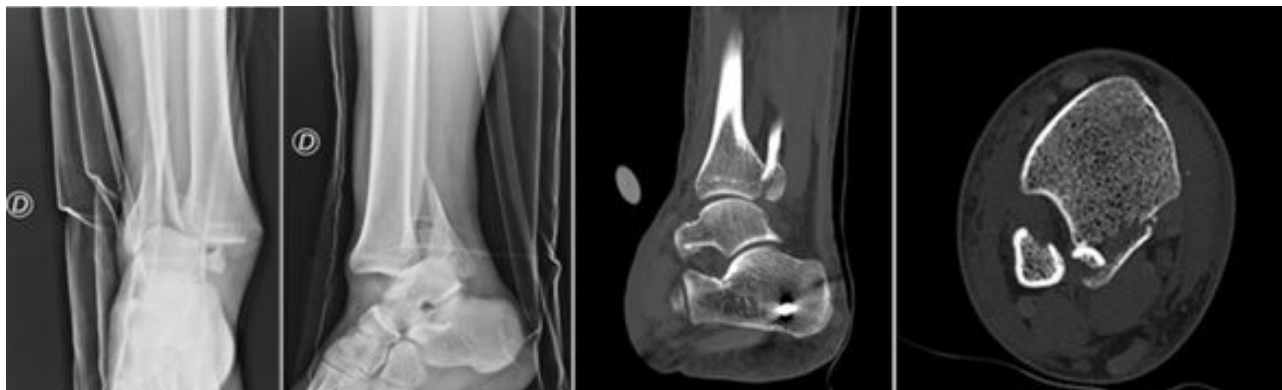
Radiografías y tomografía computarizada de luxofractura de Bosworth. A y B: radiografía de tobillo en proyección AP y lateral, respectivamente, donde se evidencia luxofractura trimaleolar. C y D: tomografía computarizada en cortes sagital y axial, respectivamente, donde se observa fragmento proximal de fíbula interpuesto en foco de fractura de maléolo posterior.
